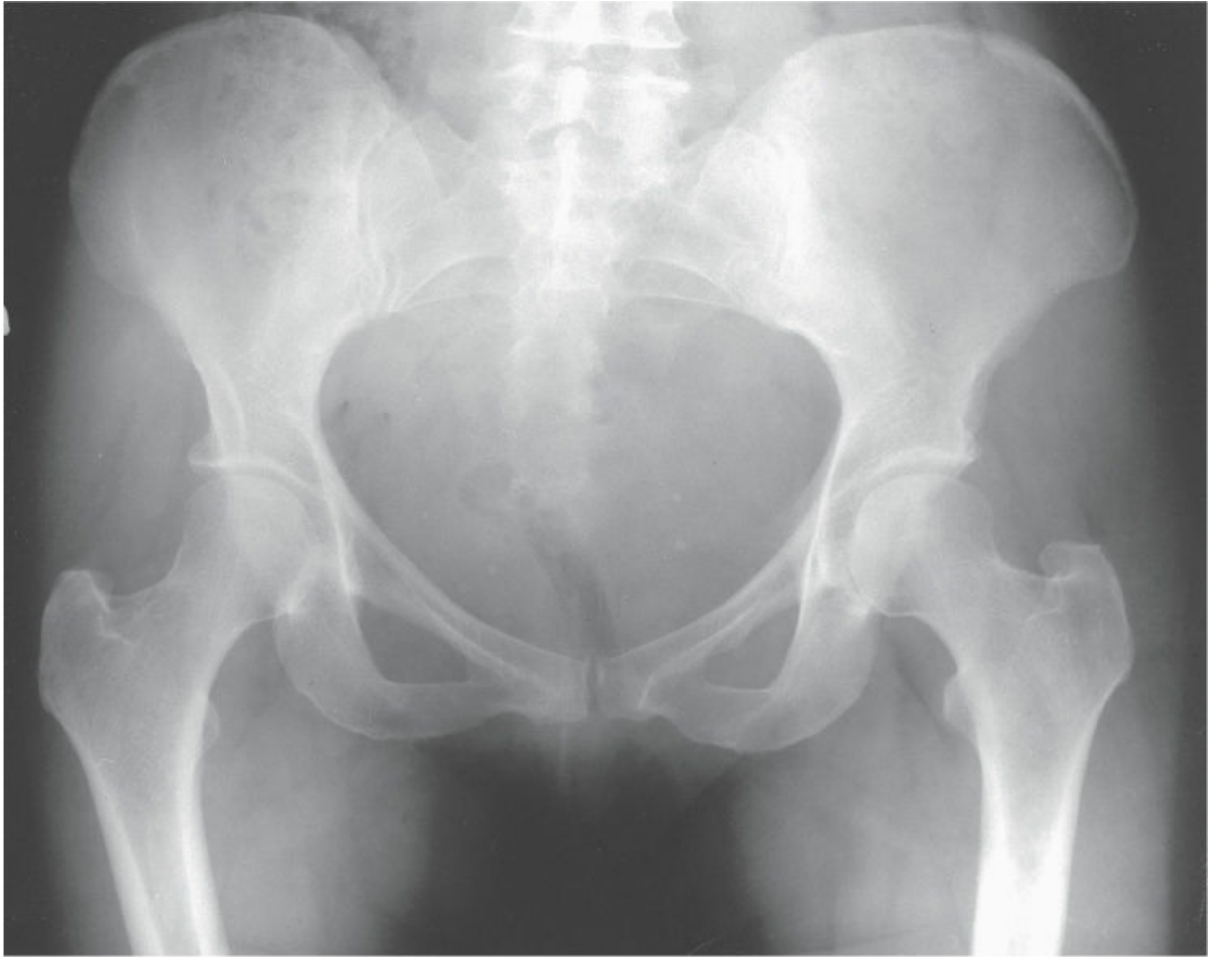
Radiografía anteroposterior de la pelvis femenina adulta.
